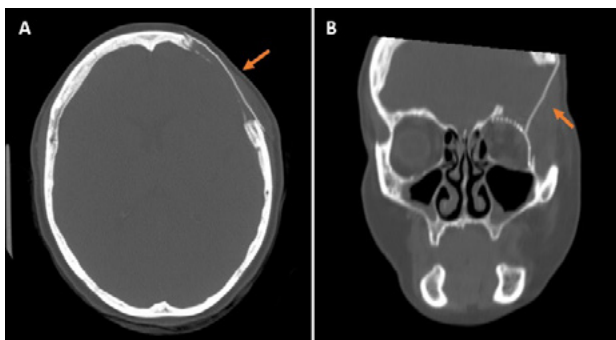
TC adquisición axial (A) y reconstrucción coronal (B) postquirúrgico, apreciándose cambios tras craneotomía en el área del pterion y huesos temporal y frontal izquierdos y en pared lateral y techo de la órbita con plastia quirúrgica de cierre en la zona de defecto óseo (flechas).
